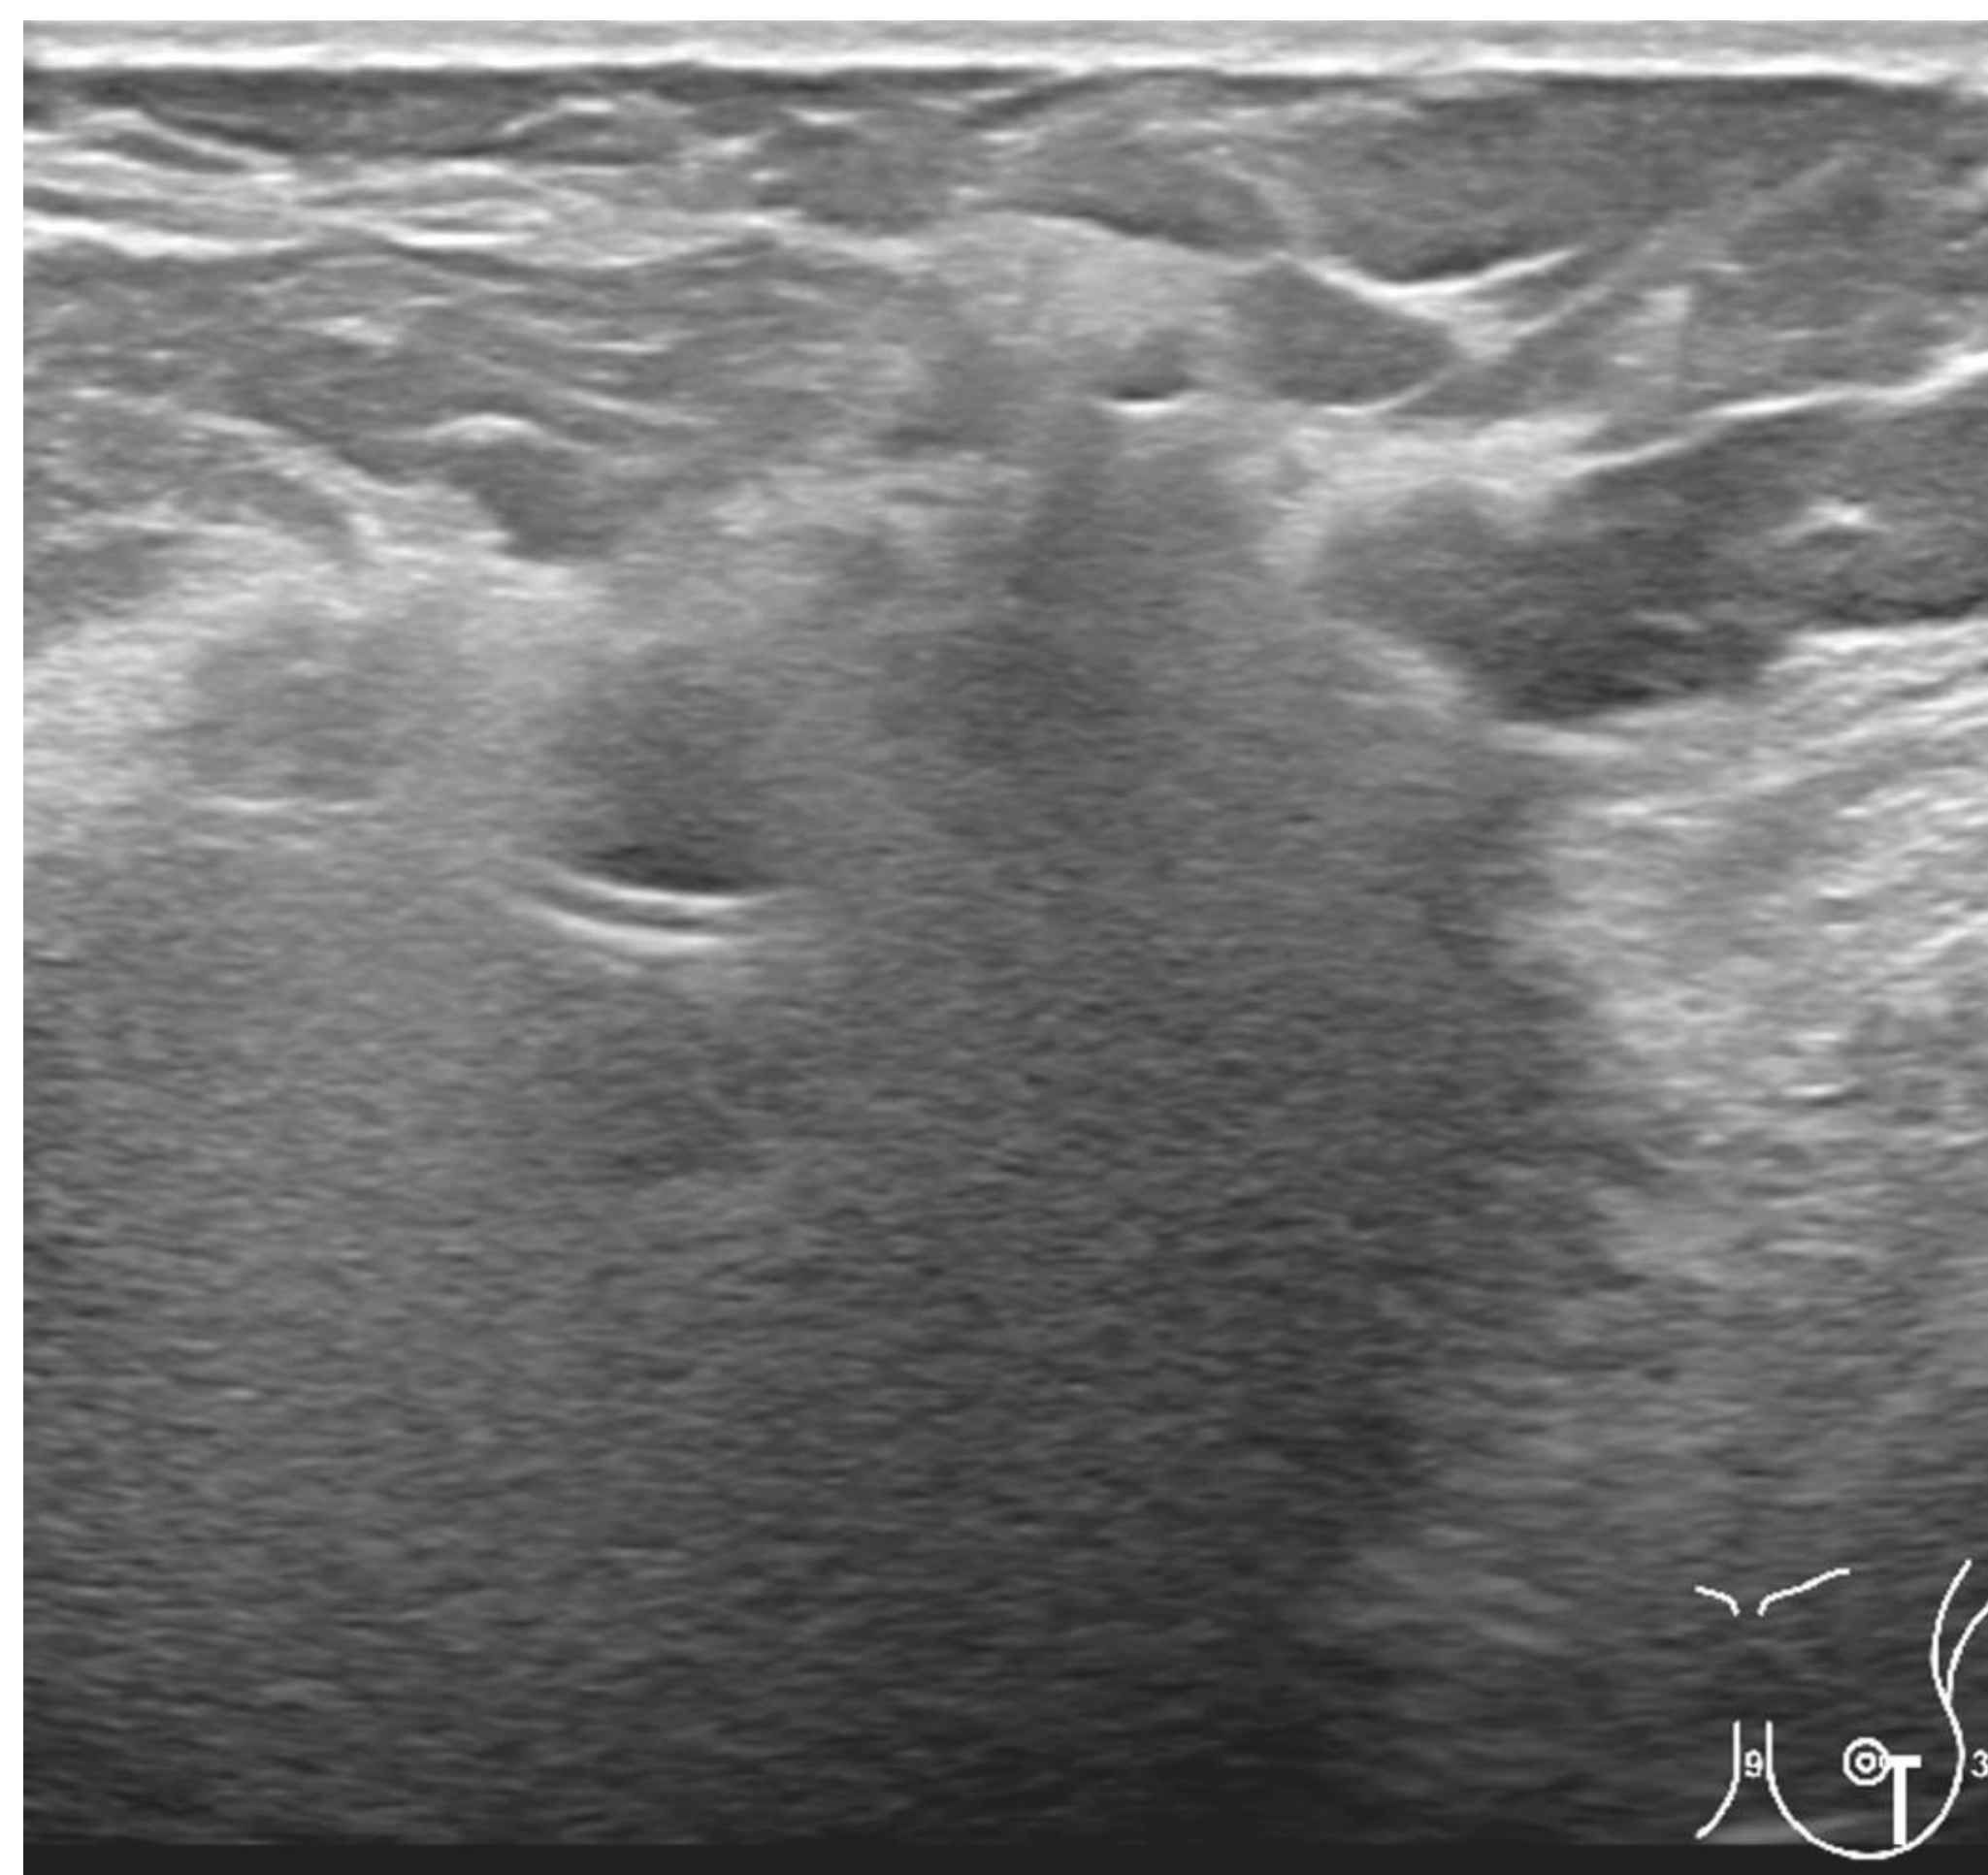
Ecografías de pacientes con roturas de prótesis mamarias extracapsulares. Se identifica la silicona libre en el parénquima mamario nódulo hiperecogénicos con margen anterior bien definido y sombra posterior en *“en tormenta de nieve”*.
